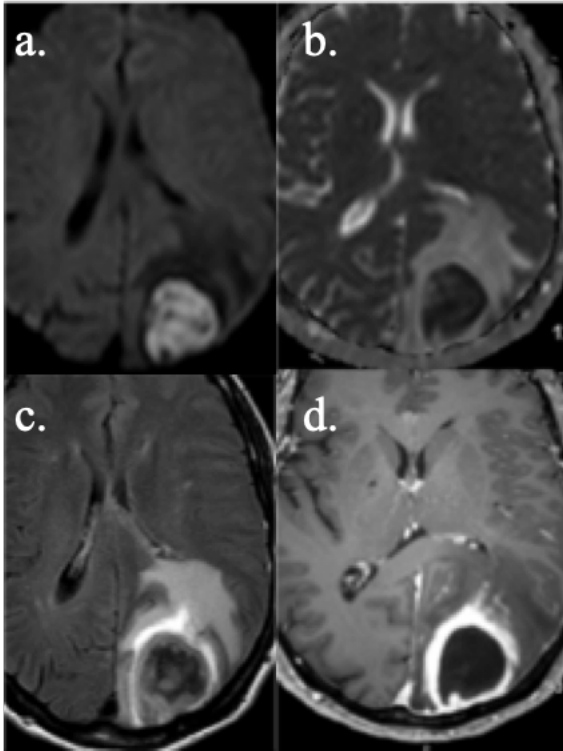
Abscès cérébral compliquant une MAVP à l'IRM. (a) Lésion nodulaire en hypersignal diffusion et (b) restriction d'ADC. (c) FLAIR, lésion d'aspect hétérogène et œdème péri-lésionnel en hypersignal. (d) T1 gadolinium, prise de contraste pariétale lésionnelle.
